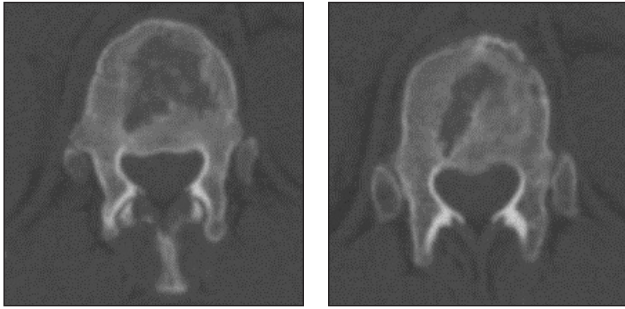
Аксиальні зрізи комп'ютерної томографії хворої через рік після консервативного лікування вибухового перелому
